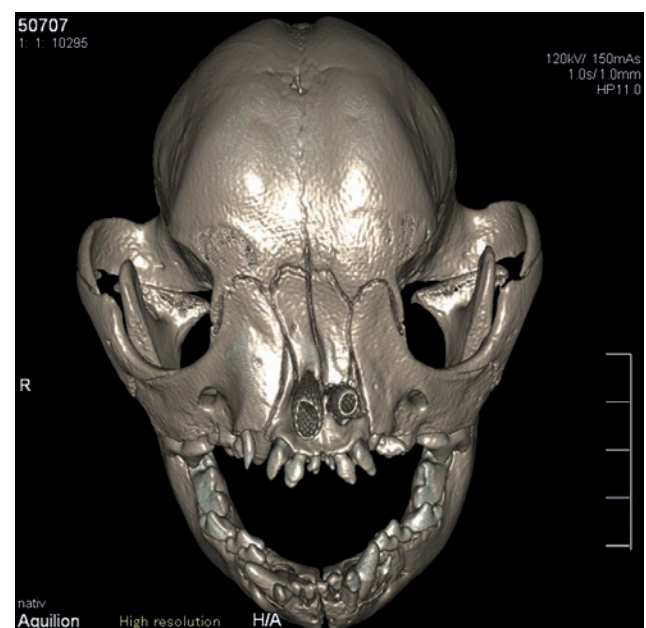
Three-dimensional reconstructed CT image (front view) after placement of both metallic stents.
